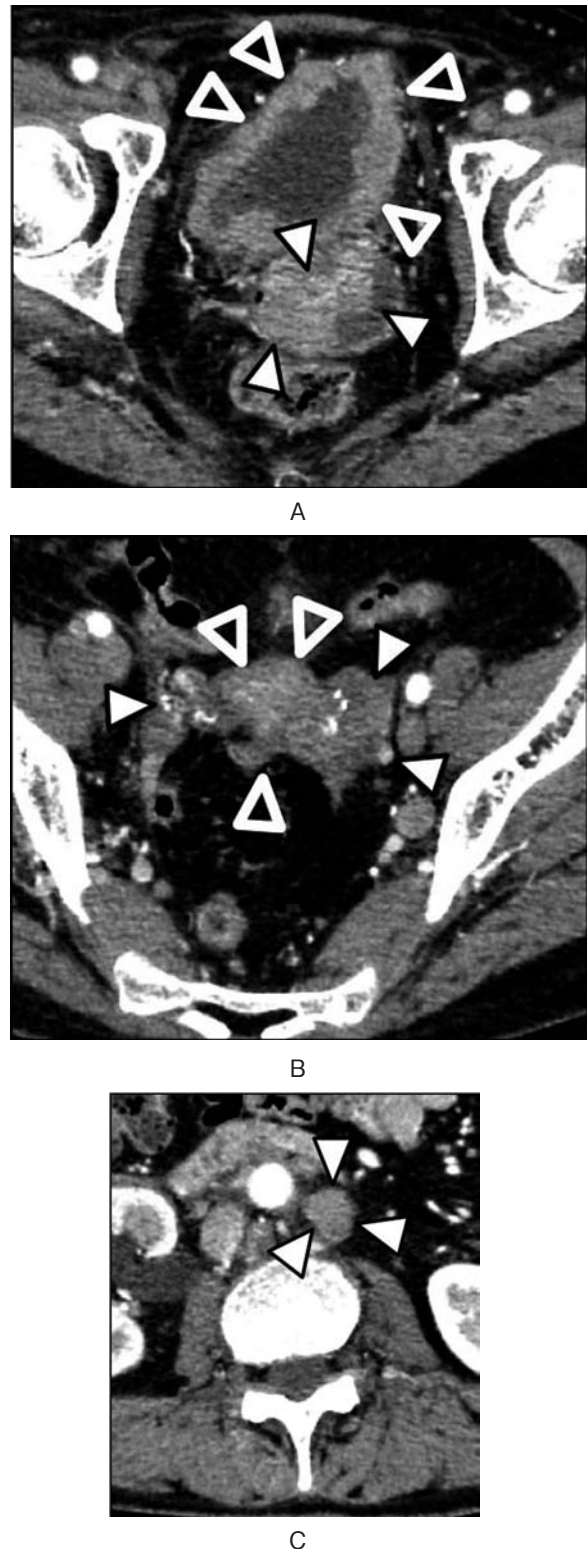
Contrast-enhanced CT: A) Open arrowheads showing bladder tumors and closed arrowheads showing a cervix tumor, B) Open arrowheads showing a cervix tumor, and closed arrowheads showing swelling of bilateral ovary, C) Arrowheads showing multiple LNs swelling of para-aorta.
